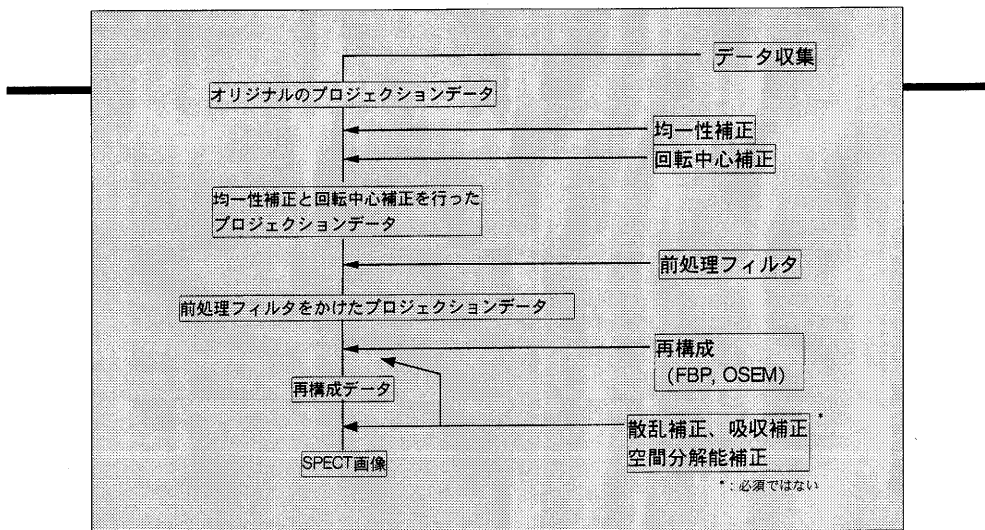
SPECT データ収集から再構成画像ができるまでの手順
